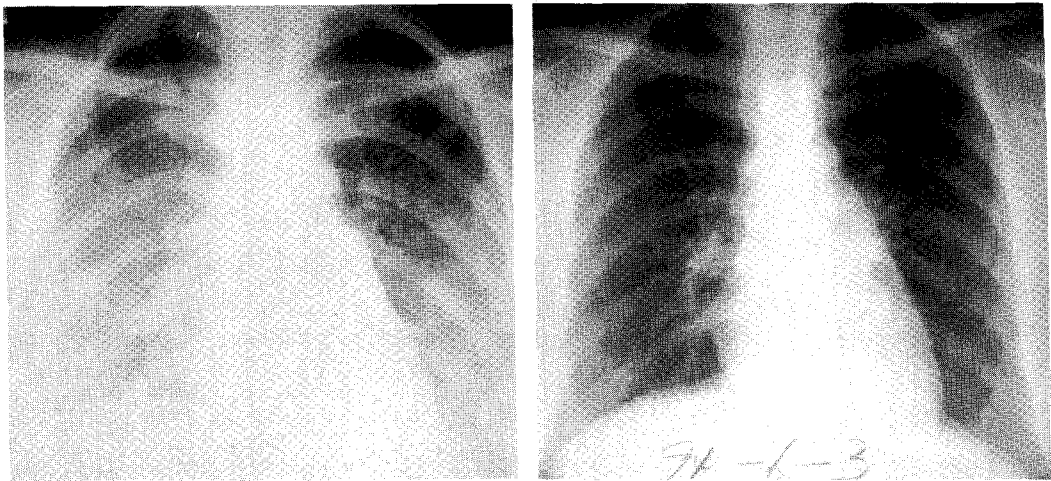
Chest radiograph (A) on admission shows ill-defined reticulonodular infiltrations in both lower lung fields with blurring of regional bronchovascular bundles. (B) Follow up radiograph shows almost clearing(2 months later).
